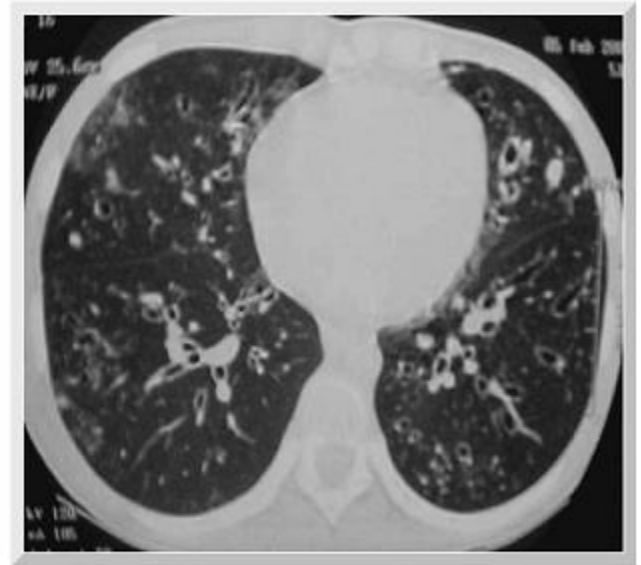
TAC tórax de alta resolución (nivel subcarinal): Bronquiectasias bilaterales múltiples, impactación mucosa bilateral (fibrosis quística).
